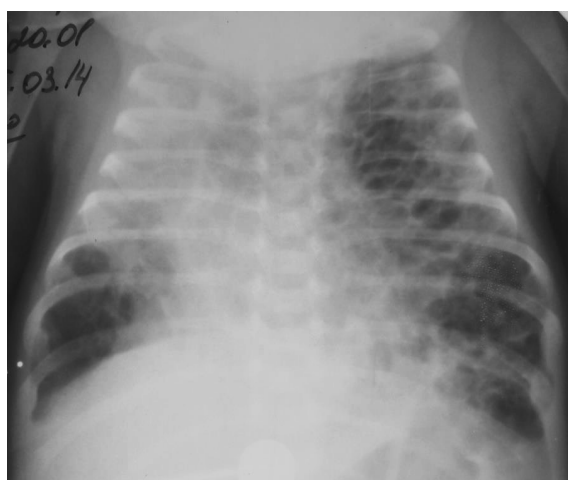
Пневмомедиастинум, левосторонний частичный пневмоторакс, эмфизема мягких тканей шеи у недоношенного ребенка с РДС III ст. в возрасте 2 суток жизни (обзорная рентгенограмма ОГК).
